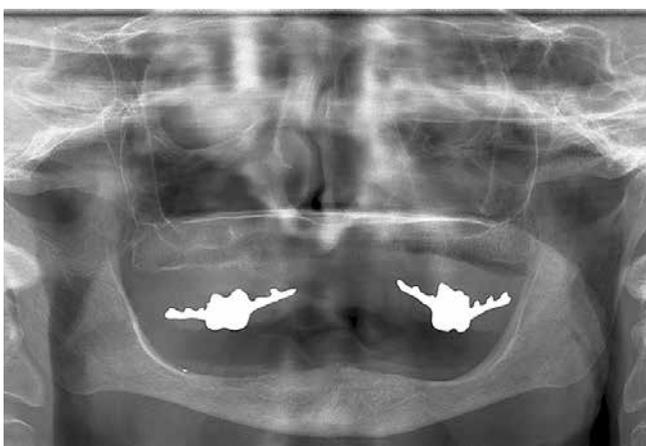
Ausgangssituation auf Röntgenbild. Die Vollprothese im Unterkiefer soll mit vier Mini-Implantaten stabilisiert werden.
